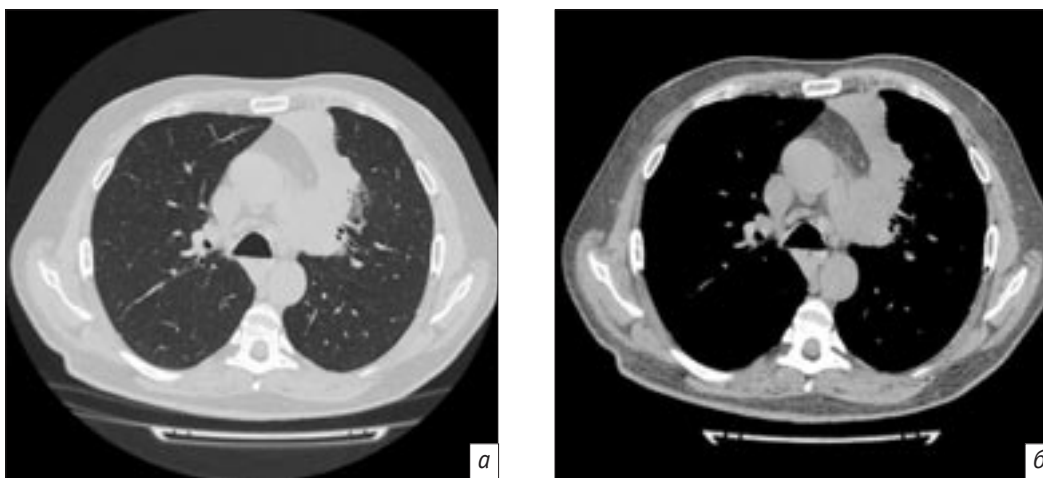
Аксиальные срезы компьютерной томограммы в легочном (а) и средостенном (б) режимах пациента А.
